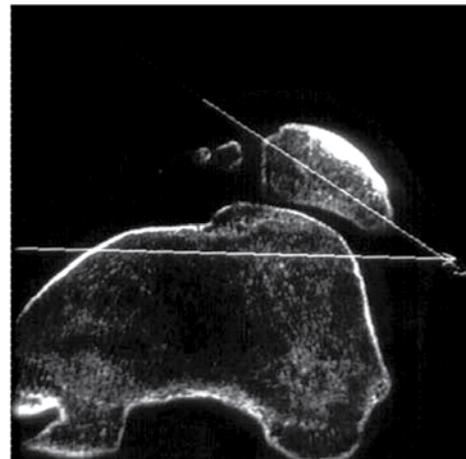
Báculo Patelar (TC).
